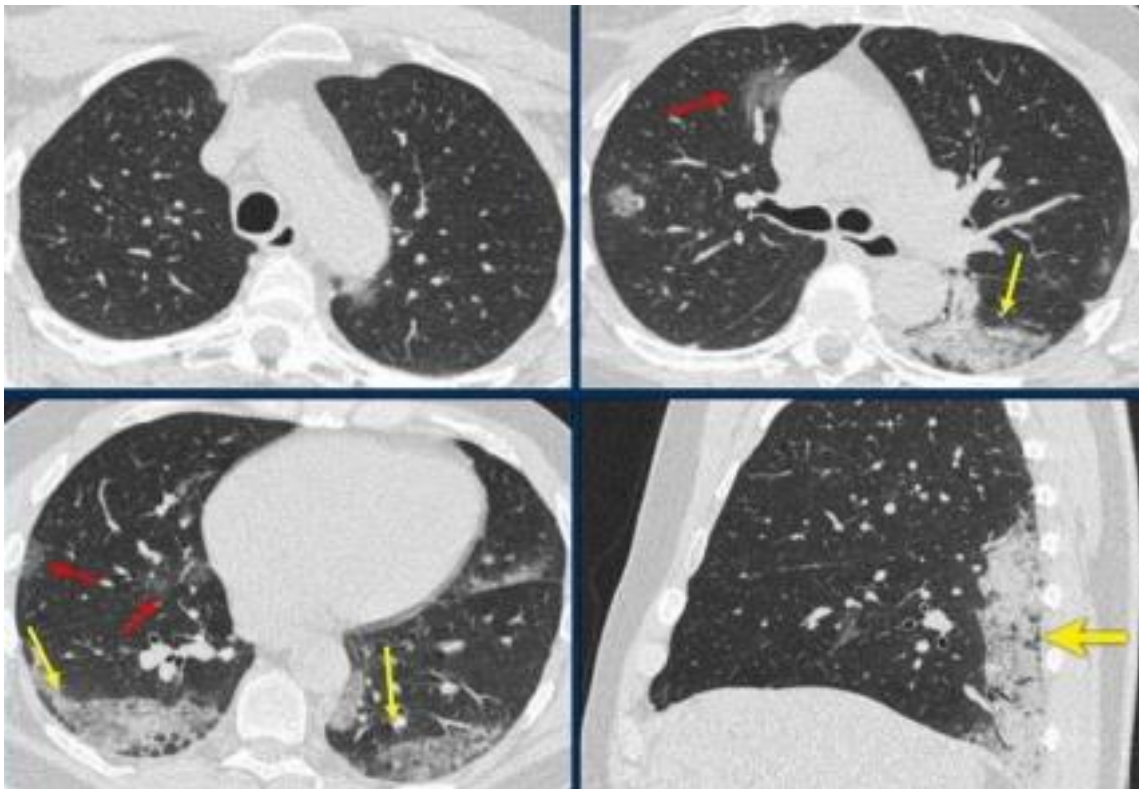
Paciente do sexo masculino, 59 anos, com sintomas de febre e tosse seca por 07 dias. Previamente, teste para COVID-19 foi negativo. Por desconfiança clínica, foi realizada uma TC de tórax, demonstrou opacidade em vidro fosco (setas
